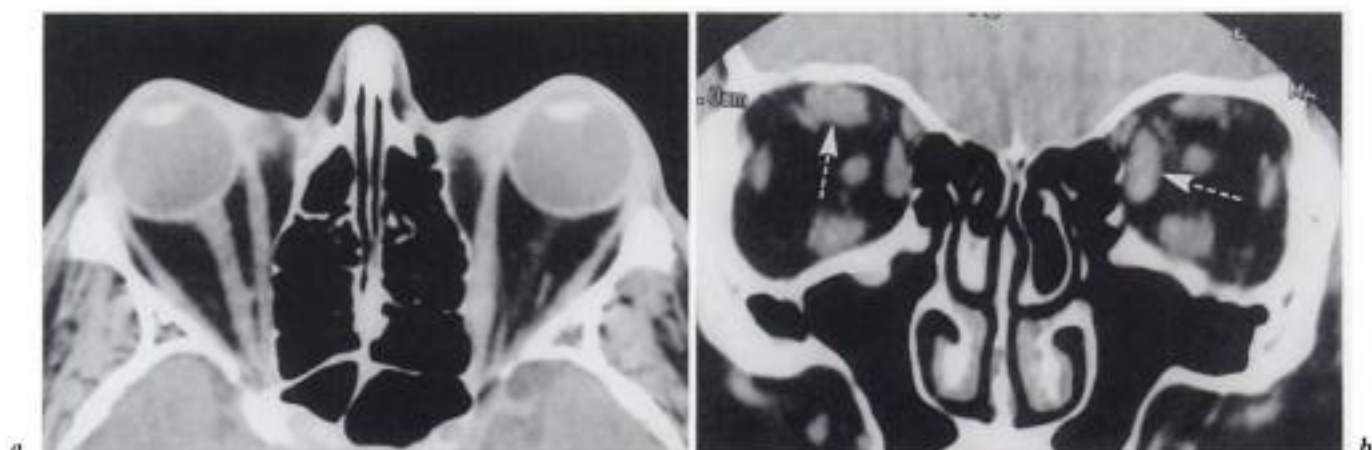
Ophthalmopathie immunitaire biologique sans anomalie thyroïdienne. Homme 40 ans. Bilan TDM.
